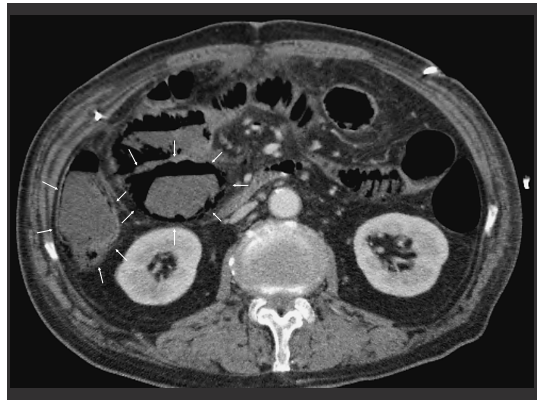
腹部造影CTにて腸管の造影効果は保たれているものの、空腸と上行結腸の壁内に全周性にガス像を認めた(白矢印)。
